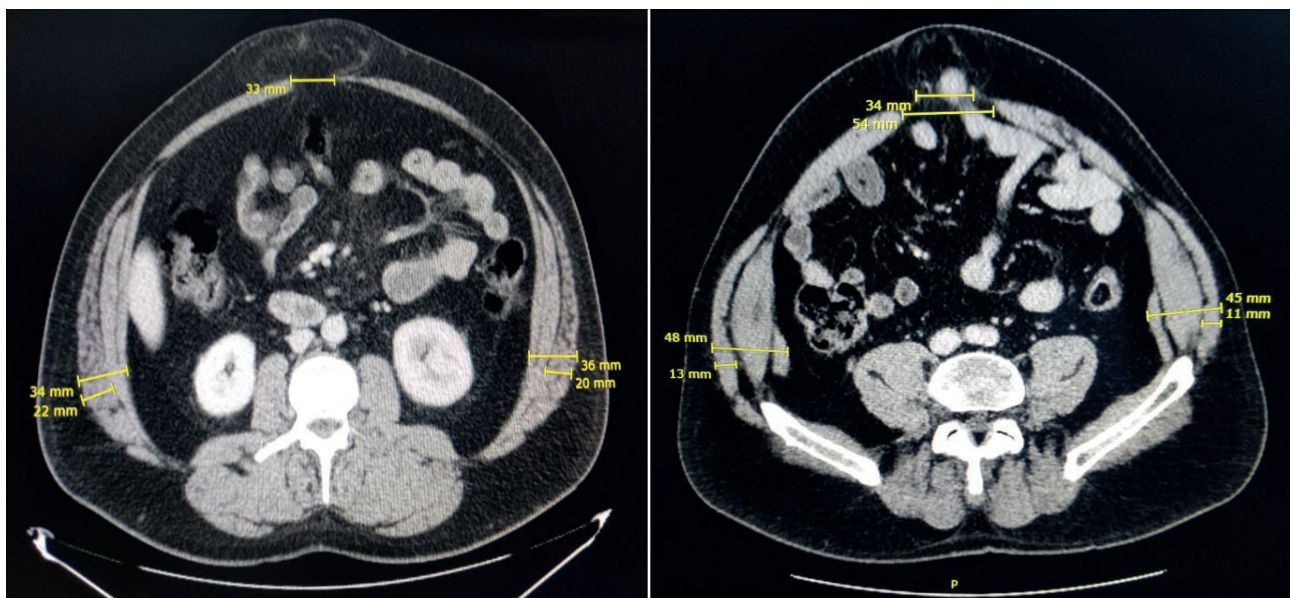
Ejemplos de medición en TAC.
